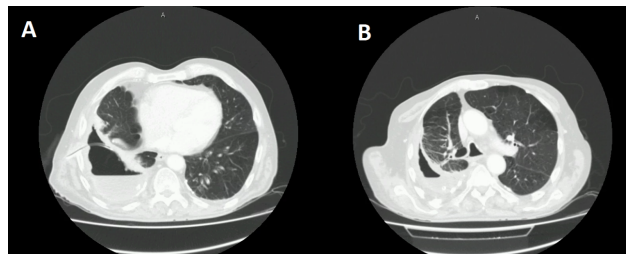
TC de tórax donde se objetiva en espacio pleural derecho derrame pleural asociado a cámara de aire, concordante con hidroneumotórax. En el apartado A se llega a observar la entrada al espacio pleural del drenaje tunelizado percutáneo.
